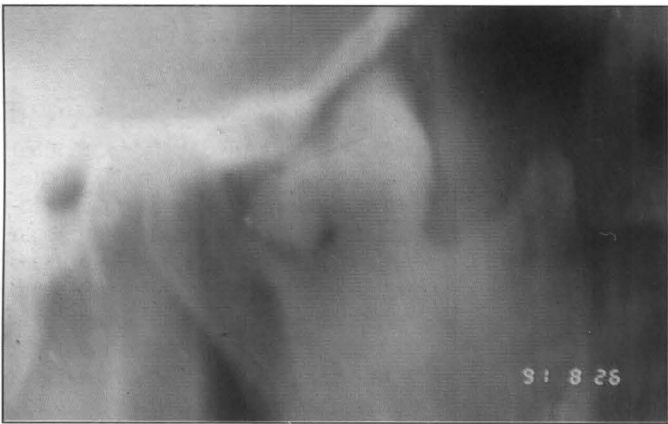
Tomografía demostrando la forma bilobulada y la gran densidad de la tumoración.
